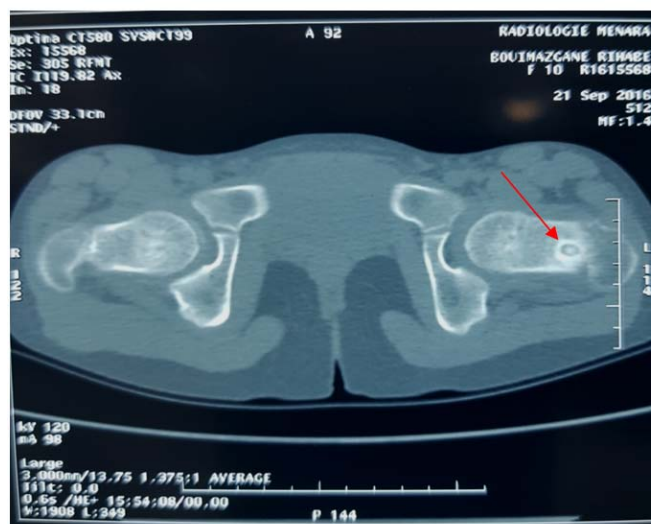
TDM coupe transversale montrant une lésion hypodense entourée d'une hyperdensité avec au centre une calcification hyperdense du col fémoral gauche. (observation n°10)
